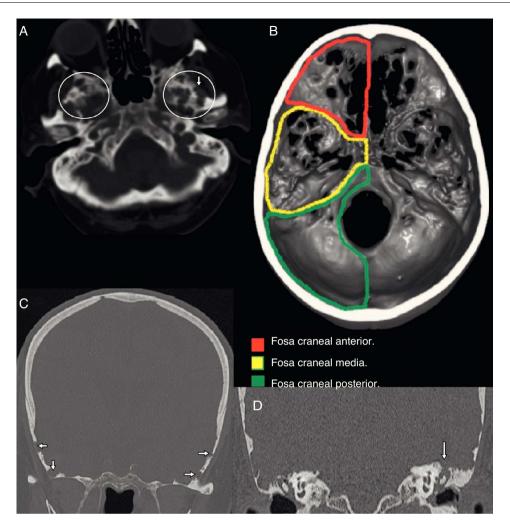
Imagen TC con reconstrucción volumétrica y coronal en ventana de hueso. La imagen A pone de manifiesto la presencia de múltiples lesiones focales líticas en la base del cráneo, de aspecto ovoideo y lobulado, de variado tamaño, muchas de ellas en contacto entre sí (incluidas en los círculos de la imagen, una de ellas con flechas). No se identifica afectación de partes blandas. La reconstrucción volumétrica de la base del cráneo (imagen B) demuestra que las lesiones erosivas predominan en la fosa craneal media (amarilla) y anterior (roja), respetando la posterior (verde). Al realizar la reconstrucción en plano coronal (imagen C), se objetiva que las lesiones líticas afectan la tabla interna y se extienden mediante el espesor del diploe hasta la tabla externa (flechas). Se aprecia esclerosis de los bordes de dichas lesiones óseas, lo que traduce etiología probablemente benigna de largo tiempo de evolución. Al realizar la reconstrucción con cortes finos de región del temporal (imagen D) se observa como las lesiones óseas perforan ambos tegmen timpani con mayor severidad en el lado izquierdo (flecha) y se acompaña de ocupación de ambos oídos medios. Estos hallazgos son compatibles con granulaciones aracnoideas. [Figura a color disponible on-line en www.elsevier.es/otorrino]
